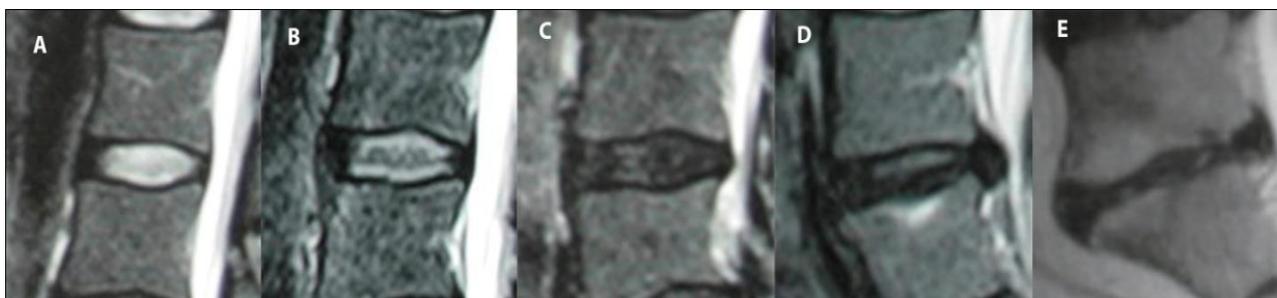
Стадии течения дегенеративного процесса на МРТ (Pfirrmann C.W., 2001): A– Grade 1; B– Grade 2; C – Grade 3; D– Grade 4; E– Grade 5 [160]
